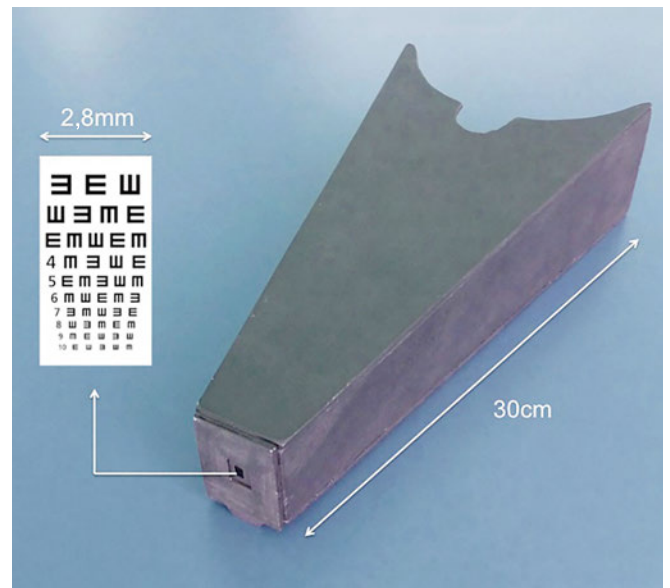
Der transparente Sehtest befindet sich an der Spitze eines Trichters und wird über dem Röntgenbetrachter zur standardisierten Bestimmung des Nah-Visus verwendet.
